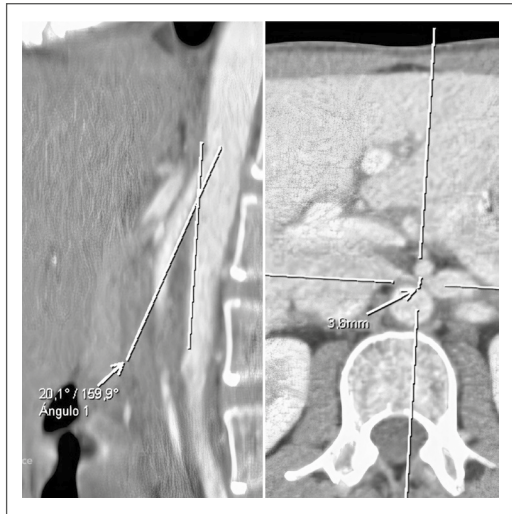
CT scan showing an aortic-mesenteric angle of 20° with a distance between the aortic anterior wall and the posterior mesenteric artery wall of 0.36cm.
